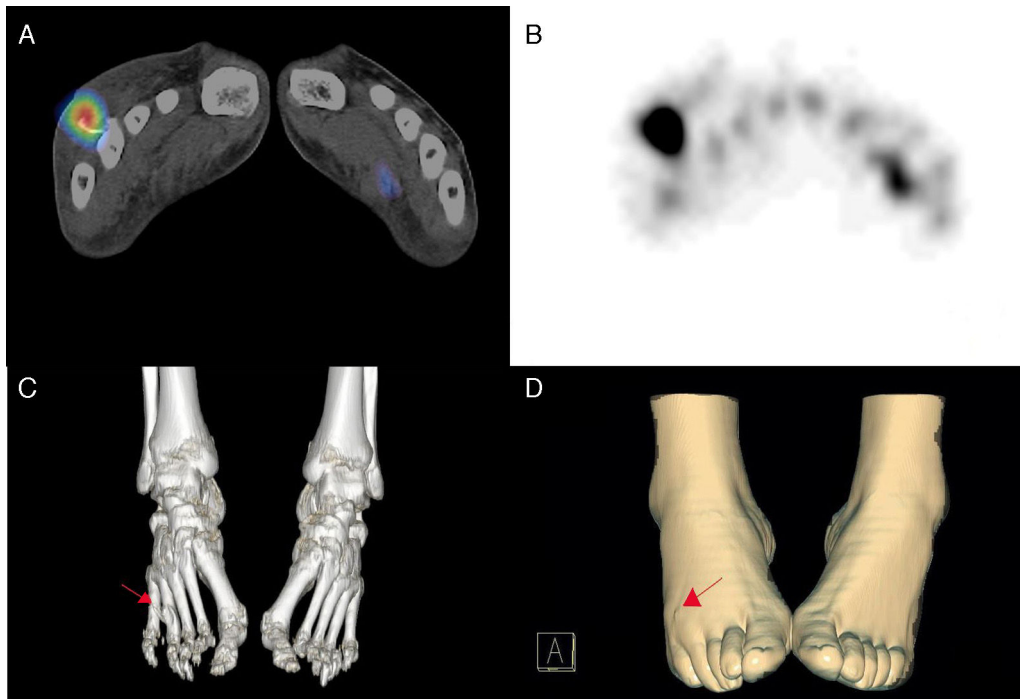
SPECT/TC tras la administración iv de leucocitos autólogos marcados con 20 mCi de ^{99m}Tc -HMPAO. Imagen de fusión SPECT/TC (A) e imagen SPECT (B) en las que se observa depósito patológico de captación a nivel del 4.º metatarsiano del pie derecho. Reconstrucción 3D con ventana ósea (C) que permite correlación del hallazgo gammagráfico con la presencia de cuerpo extraño (flecha) que impronta sobre la superficie de la piel (D).
